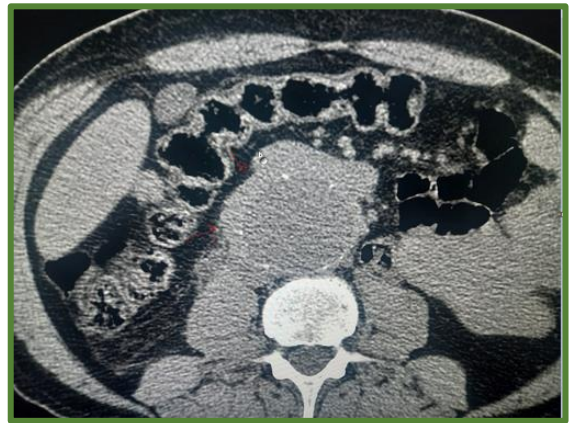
Densification de la graisse rétropéritonéale périvasculaire engainant l'uretère droit (TDM abd)
